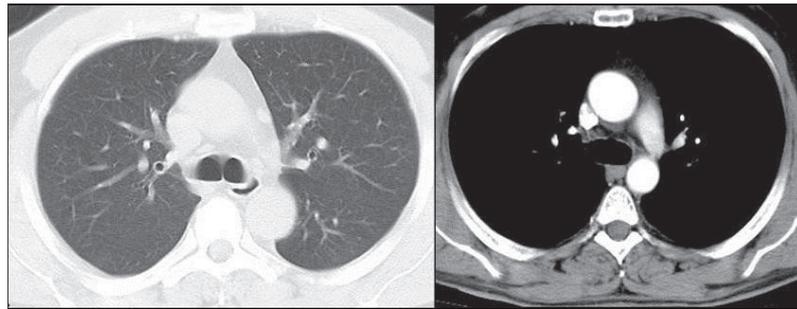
TC de tórax cortes axiais, janela para parênquima e mediastino com contraste (FONTE DO AUTOR)
